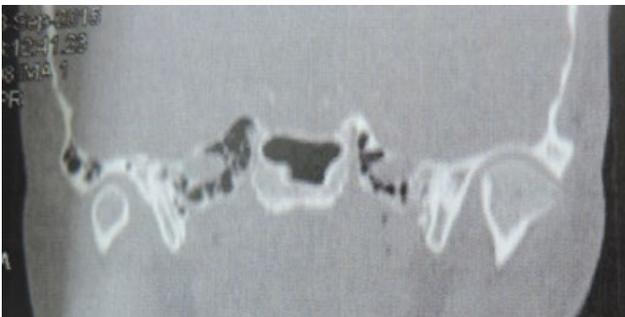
Corte coronal de imagem de Tomografia Computadorizada Helicoidal, demonstrando a assimetria no côndilo mandibular do lado esquerdo
